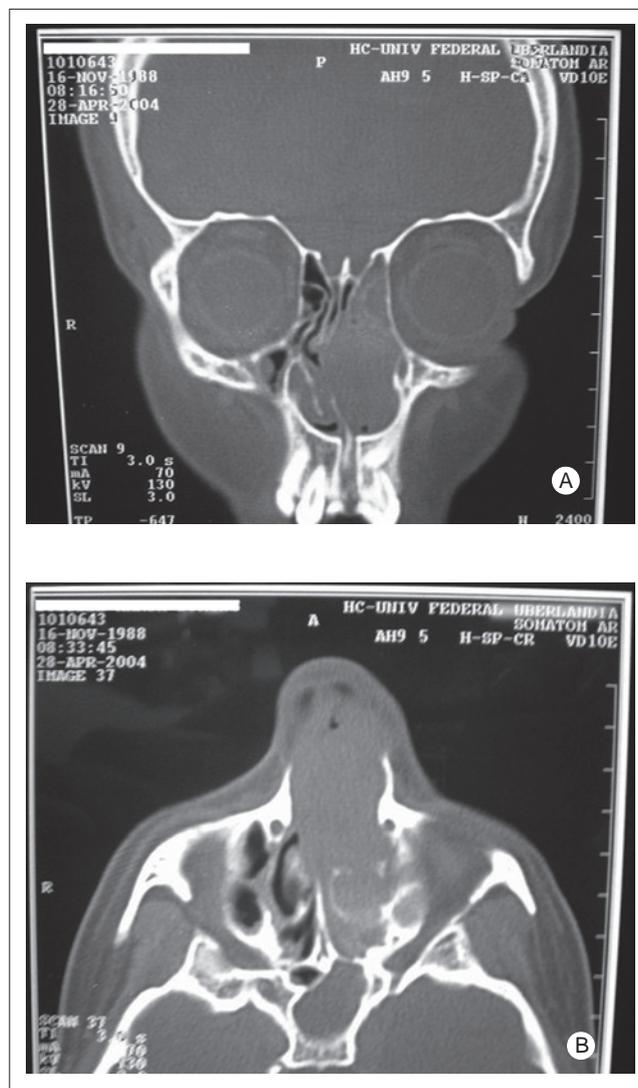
Tomografia computadorizada de seios paranasais em cortes coronal (A) e axial (B) demonstrando uma lesão de aspecto polipóide, com densidade de partes moles, localizada em fossa nasal esquerda, desde a narina até nasofaringe, remodelando e preenchendo o seio maxilar à esquerda, com obstrução do complexo óstio-meatal ipsilateral, erosão do septo ósseo nasal e desvio deste para a direita.
